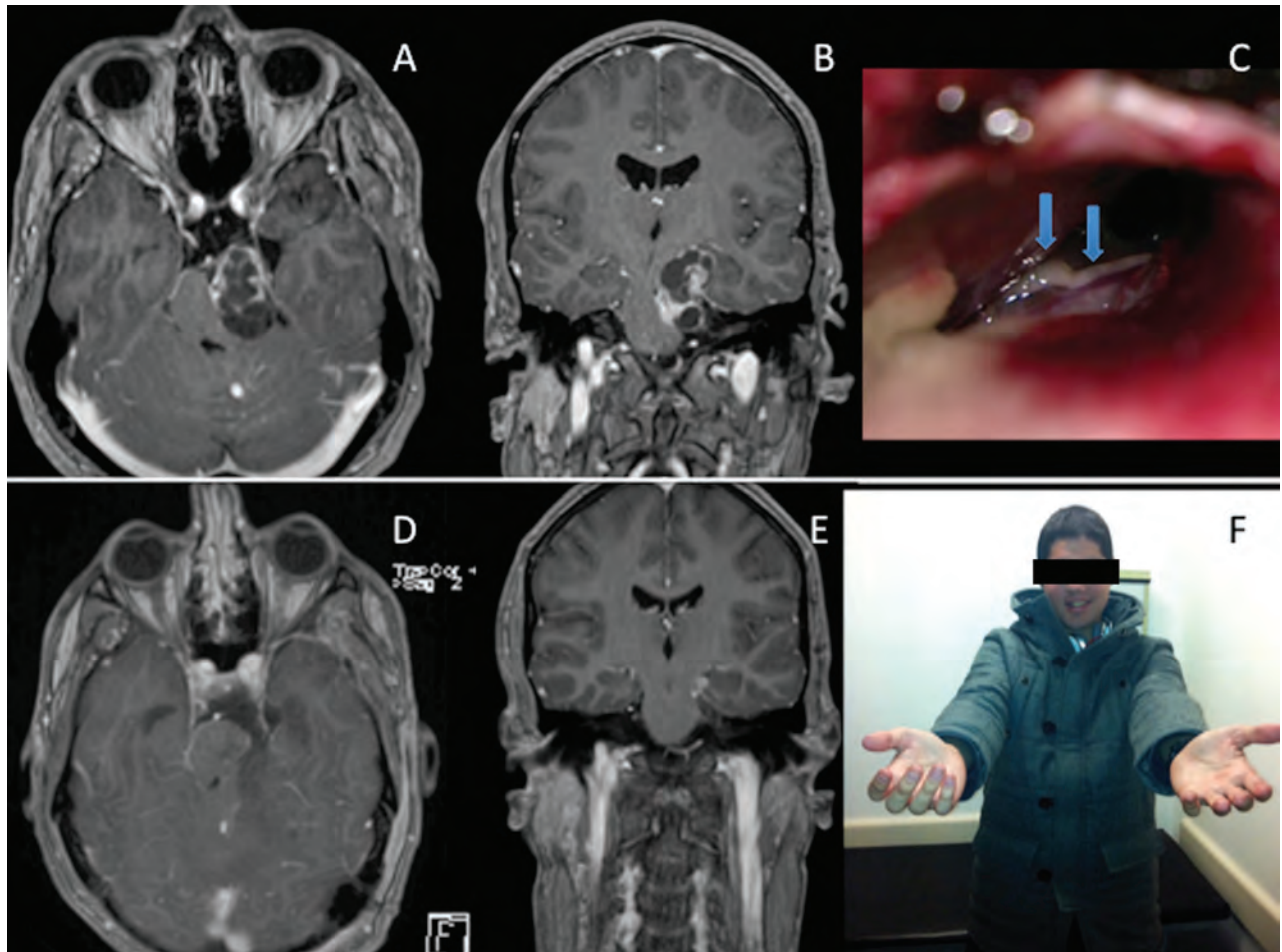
Caso 1. A-B) Resonancia Magnética de cerebro T1 con contraste corte axial y coronal, puede observarse lesión sólida quística que compromete la cisterna ambiens y crural y desplaza al tronco cerebral. C) Abordaje microquirúrgico, las flechas marcan el cuarto nervio. D-E) Resonancia Magnética de cerebro T1 con contraste de control, corte axial y coronal, se observa la exéresis tumoral. F) Paciente en post operatorio alejado sin déficit neurológico.
